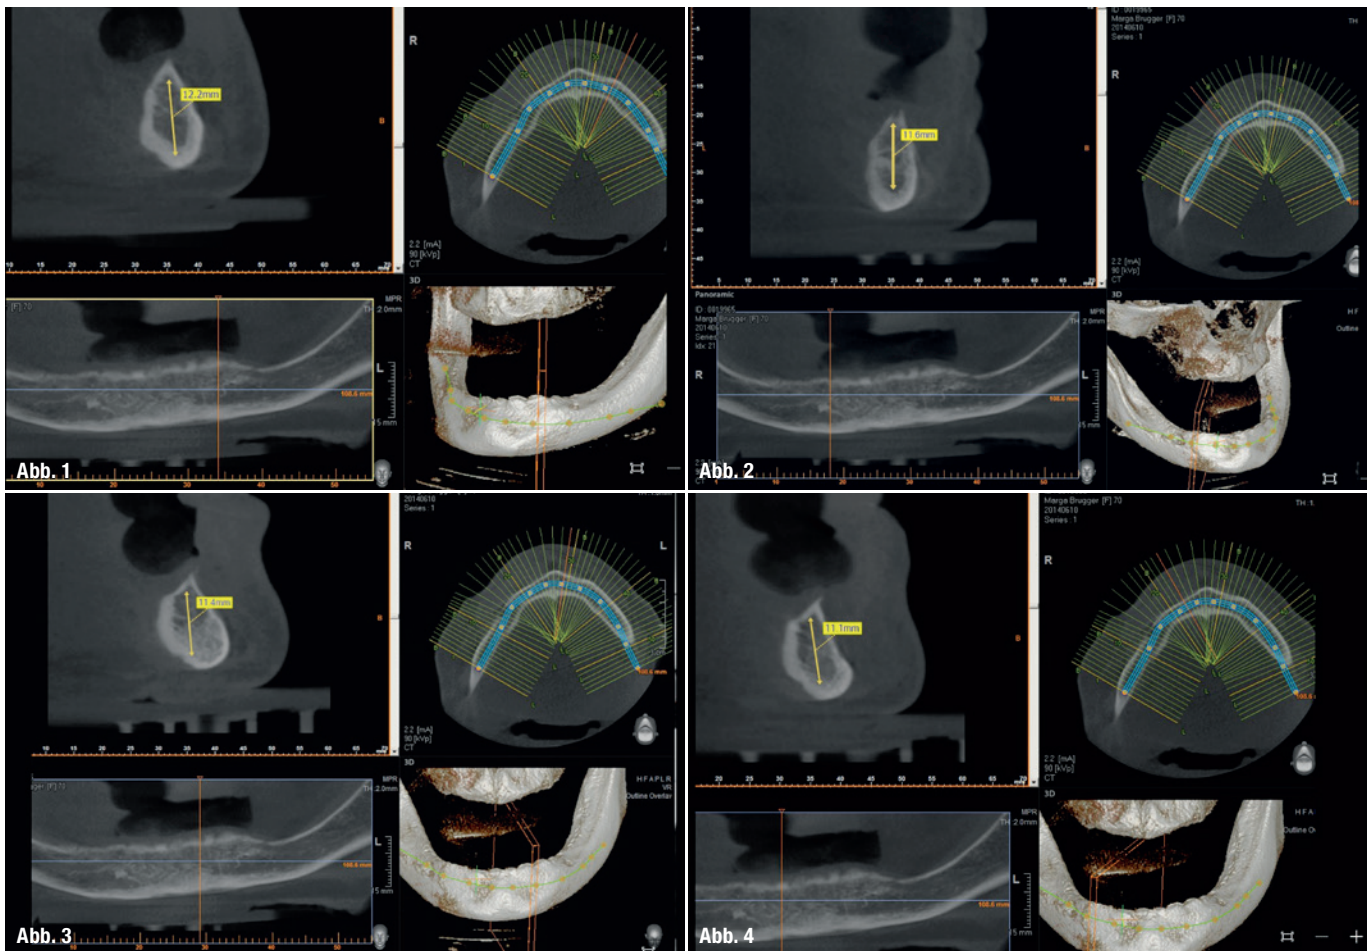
Im Vorfeld fand die präoperative Diagnostik mittels digitaler Computertomografie (DVT) statt.
